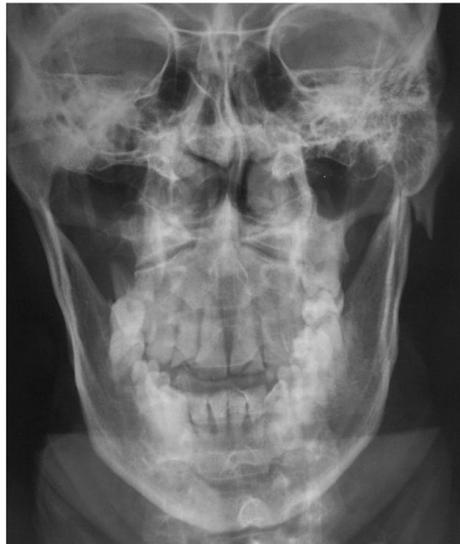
Radiografía PA de Cráneo. ⁹
